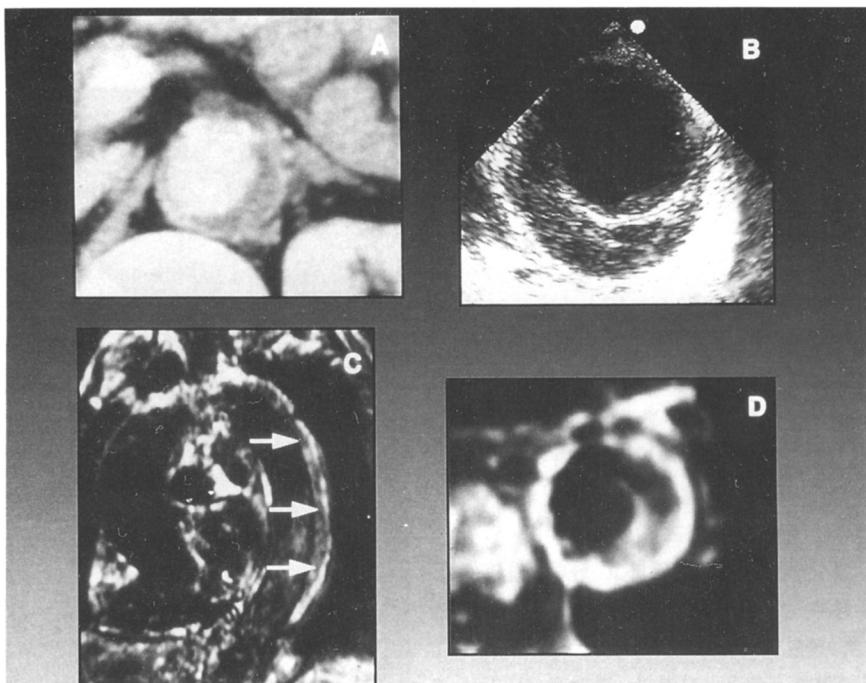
Typical CT, MRI and transesophageal echocardiographic findings of aortic intramural hematoma(Case No. 1). Crescentic high density area without contrast enhancement is the characteristic findings of CT(A) and MRI(C and D).
